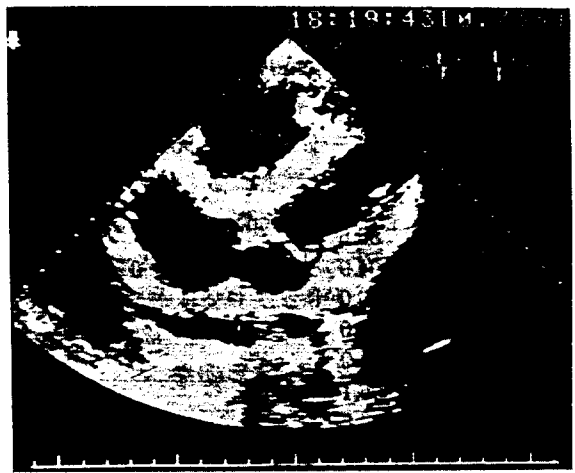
Echocardiogram characteristic echo-free space posterior to the left atrium was noted
